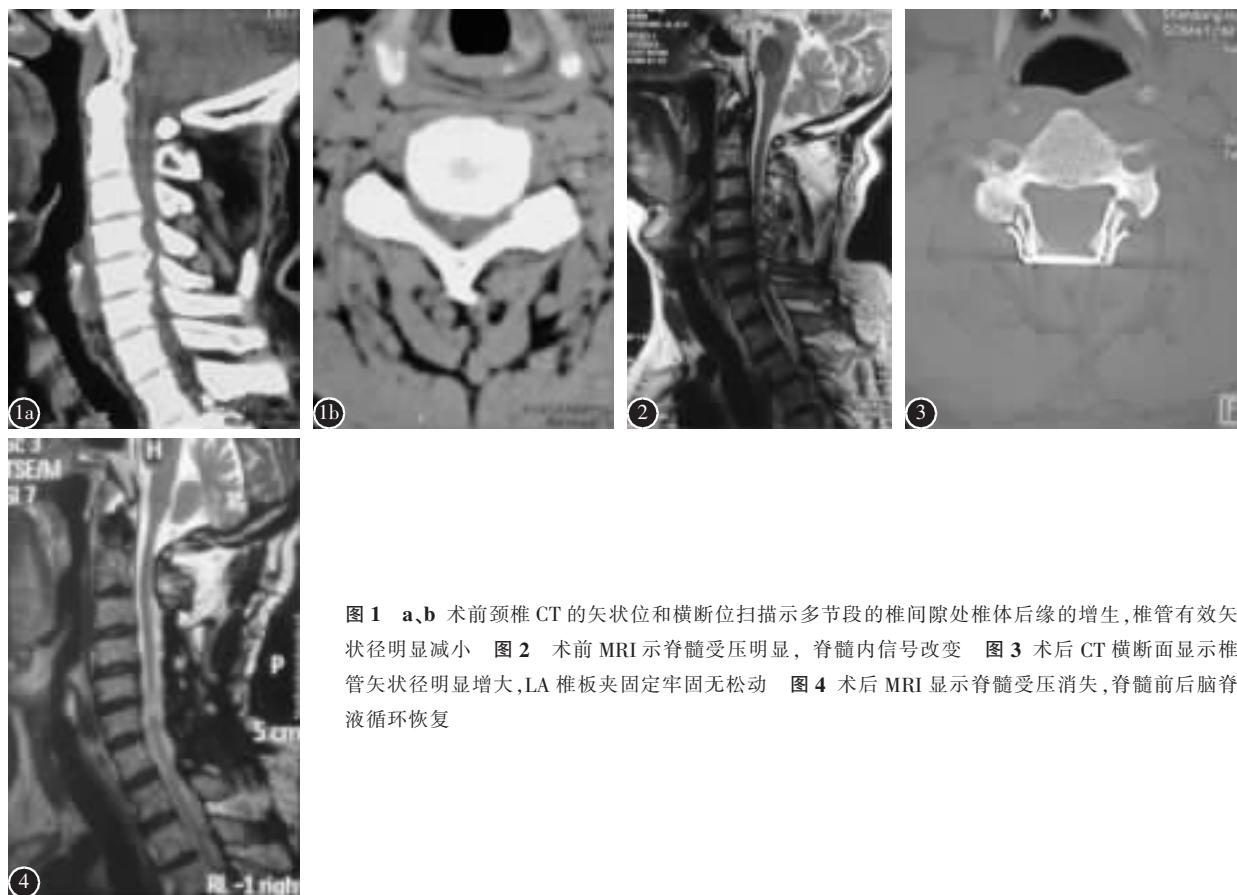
a、b 术前颈椎 CT 的矢状位和横断位扫描示多节段的椎间隙处椎体后缘的增生, 椎管有效矢状径明显减小。图 2 术前 MRI 示脊髓受压明显, 脊髓内信号改变。图 3 术后 CT 横断面显示椎管矢状径明显增大, LA 椎板夹固定牢固无松动。图 4 术后 MRI 显示脊髓受压消失, 脊髓前后脑脊液循环恢复。
